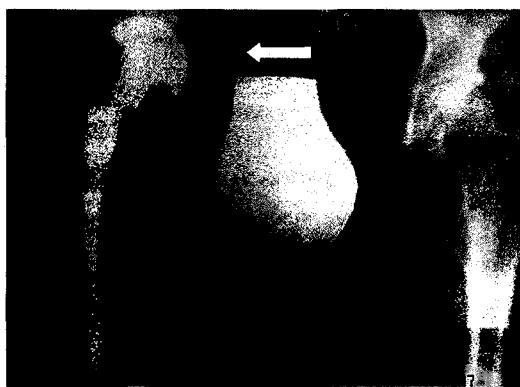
Фоторентгенограмма установки чаши пресс-фит, стрелкой указана область заполнения костной стружкой
